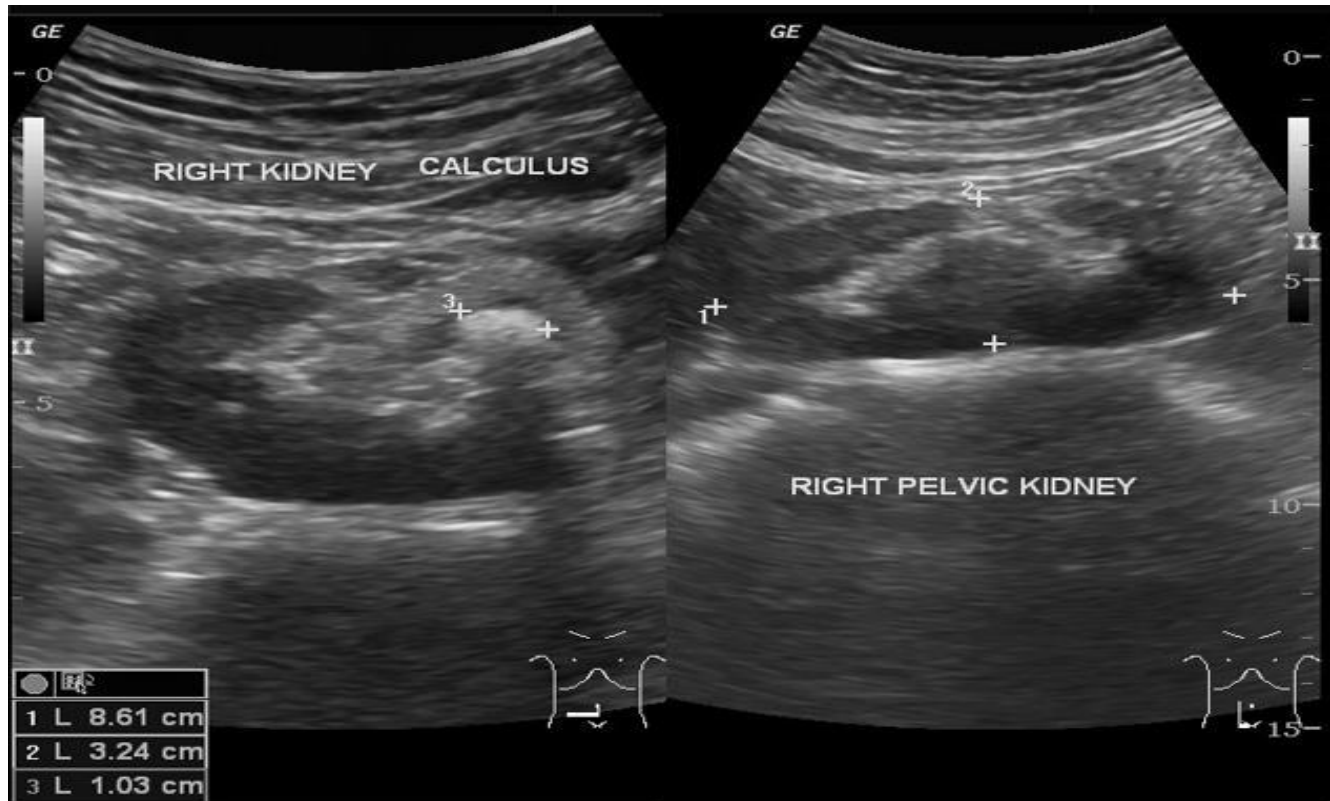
échographie abdomino pelvienne montrant une lithiase du rein pelvien droit [67]
